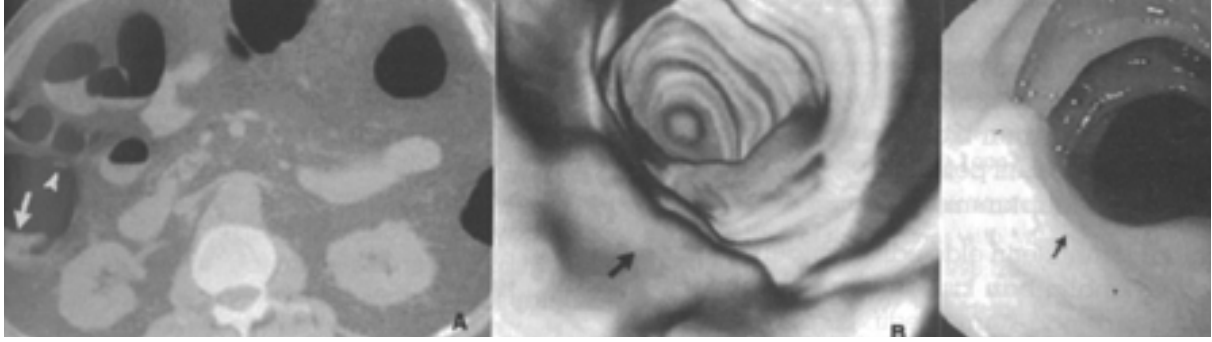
Kolonun iki boyutlu bilgisayarlı tomografisinde saptanan 8 mm'lik polip (A, ok); endoluminal üç boyutlu rekonstrüksiyon (B, ok); Aynı gün yapılan konvansiyonel kolonoskopide polip saptanmıştır (C, ok). Histoloji adenomatöz polip bulunmuştur. (Fenlon HM, Nunes DP, Schroy PC, Barish MA, Clarke PD, Ferrucci JT. A comparison of virtual and conventional colonoscopy for the detection of colorectal polyps. N Engl J Med 1999; 341: 1496-1503).
